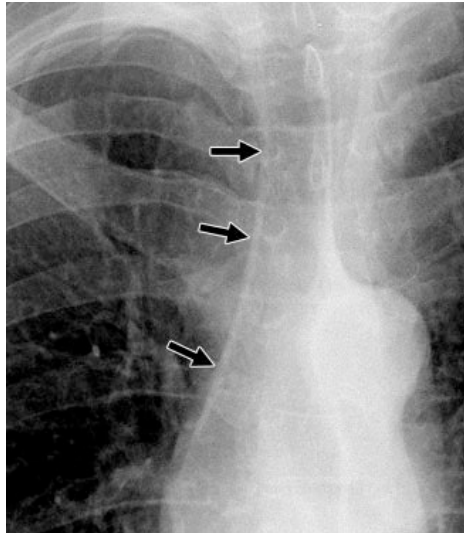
Radiografía de tórax aumentada muestra banda para traqueal.
